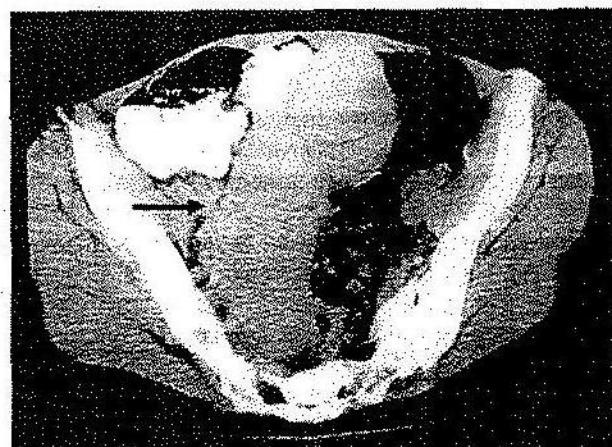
TC: Localizarea splinei în bazin (după Gayet G. et al.).
